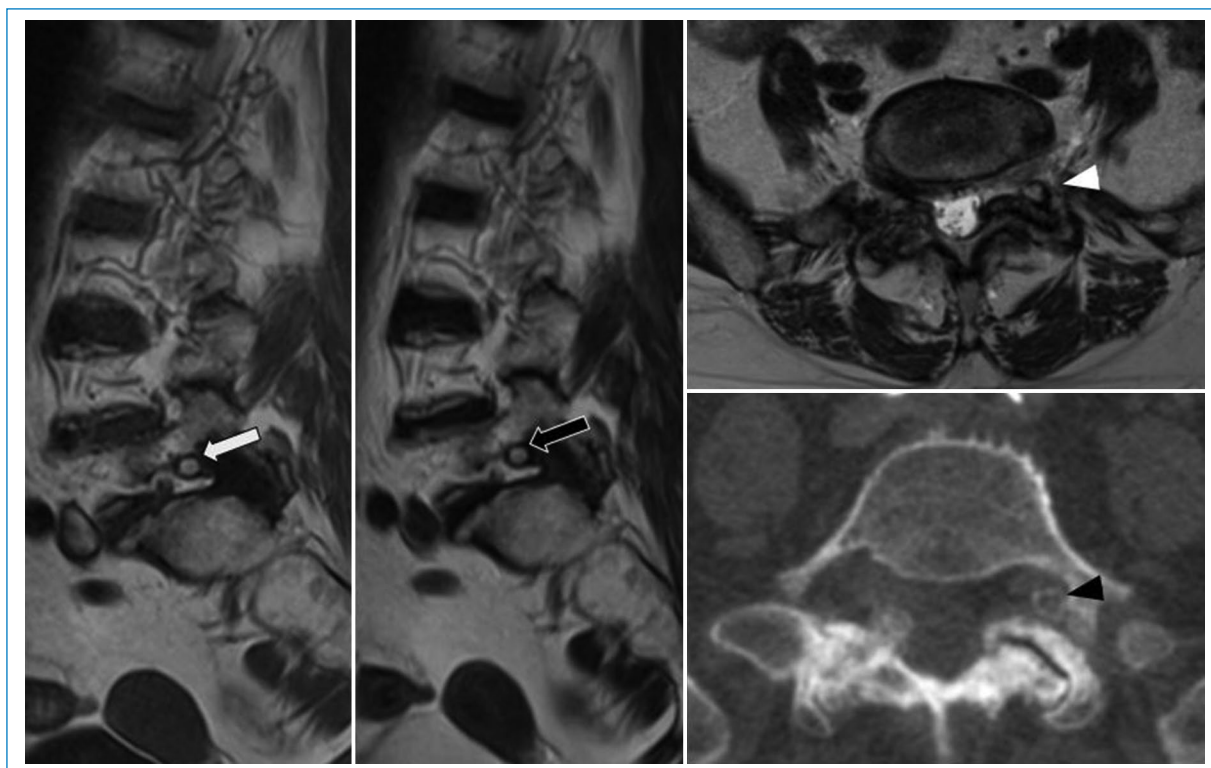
Características típicas de un quiste sinovial en la RM. Se muestran las secuencias sagitales T2, T1 y T1 con supresión grasa tras la administración de contraste intravenoso. Se identifica una formación redondeada con señal líquida, hiperintensa en T2 (flecha blanca), hipointensa en T1 (flecha negra) y con realce periférico (punta de flecha) en la secuencia con contraste.
